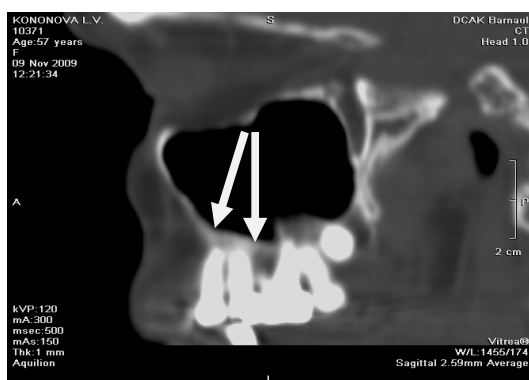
реформат костей лицевого черепа МСКТ в развернутой проекции через 24 месяца после лазероцистэктомии
